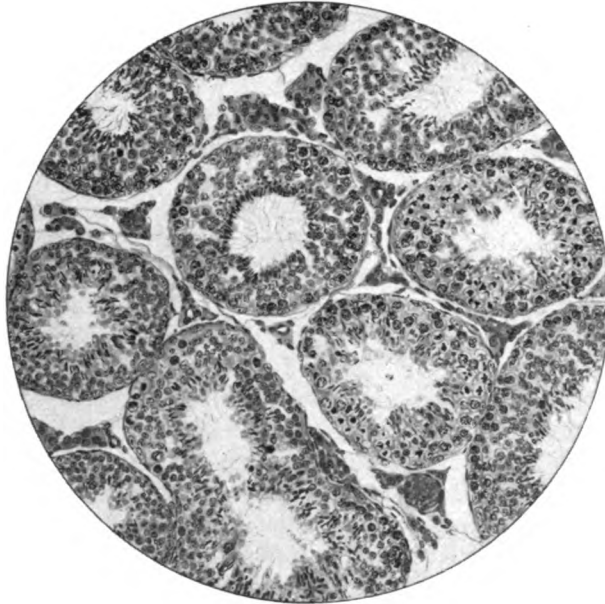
Röntgenhoden während der Depopulationsperiode. Aus einem mit 1 H.E.D. einmalig bestrahlten Kaninchenhoden (Prot. Nr. 1, r.). Haematox. Eosin, Zeiß, KO. 5 ×, Ap. 40. Fixation Carnoy. Die noch gut gefüllten Samenkanälchen erscheinen „scheinbar“ normal. Der Hoden befindet sich aber in voller Depopulation. In allen Kanälchen fehlen die Spermiogonien. Im übrigen sieht man die Depopulationsstadien I bis V. Direkt pathognomonisch sind die beiden Kanälchen rechts im Bilde: Inhalt nur aus Sertolizellen, Spermiden, die bis auf die Membrana propria reichen und Spermien bestehen (Depopulationsstadium V). Die hellen Lücken zwischen den einzelnen Samenkanälchen sind Kunstprodukte durch Schrumpfung.
